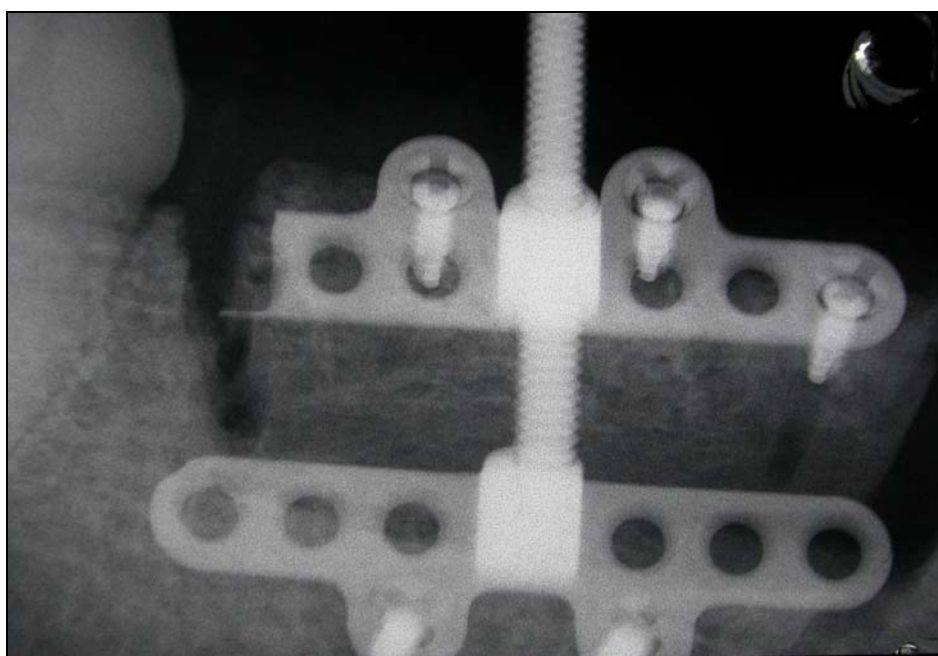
Radiografía periapical al finalizar la distracción
